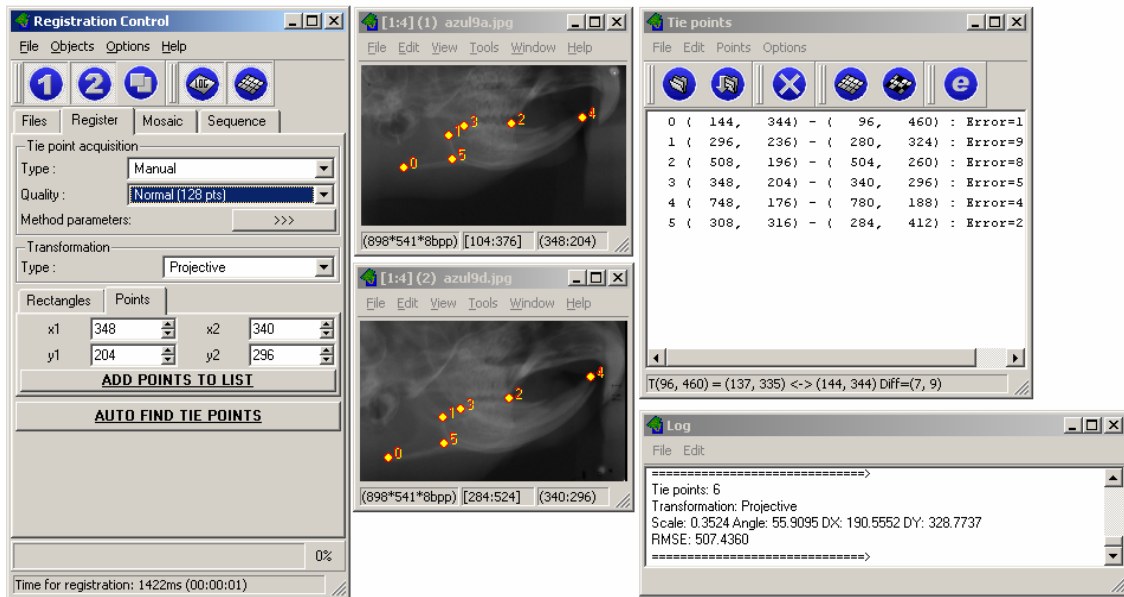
Marcação de seis pares de pontos correspondentes nas radiografias inicial e final de um dos animais do grupo controle, para posterior ajuste geométrico entre as imagens.
